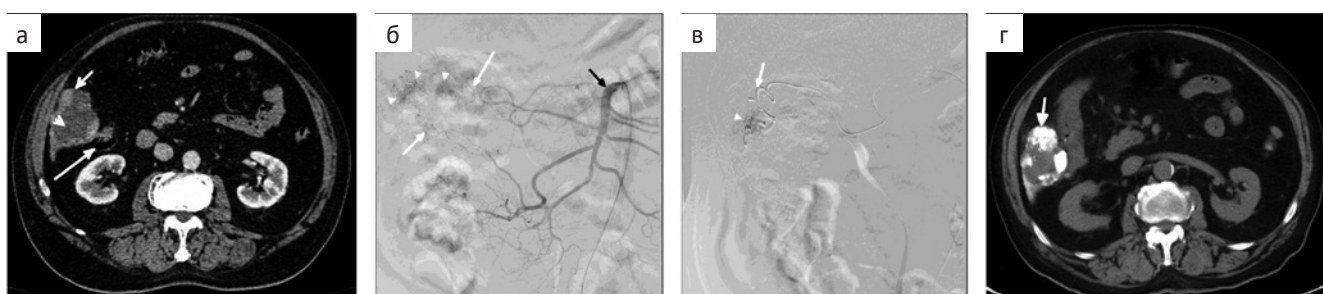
Пациент с ГЦР VI сегмента печени. а — В артериальную фазу КТ определяется гипervasкулярная опухоль (короткая стрелка) в VI сегменте печени контактирующая с восходящей ободочной кишкой (длинная стрелка). В опухоли обширная некротическая зона (наконечник стрелки) после ранее выполненной этаноловой абляции; б — На ангиограмме верхней брыжеечной артерии (черная стрелка) визуализируется гипervasкулярная опухоль (наконечники стрелок) кровоснабжающаяся из толстокишечных ветвей артерии (стрелки); в — Перед химиоэмболизацией микрокатетер (стрелка) подведен максимально близко к опухоли (наконечник стрелки). г — КТ на следующий день после химиоэмболизации демонстрирует депонирование липиодола в опухоли (стрелка)
